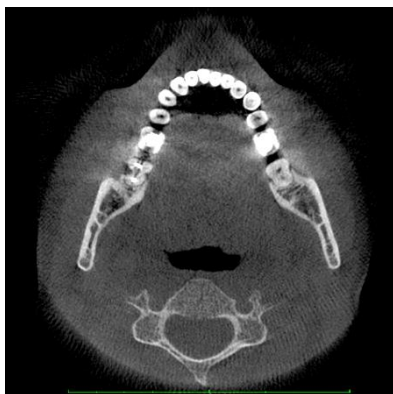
Томографический срез челюстно-лицевой области, полученный на компьютерном томографе с коническим лучом
